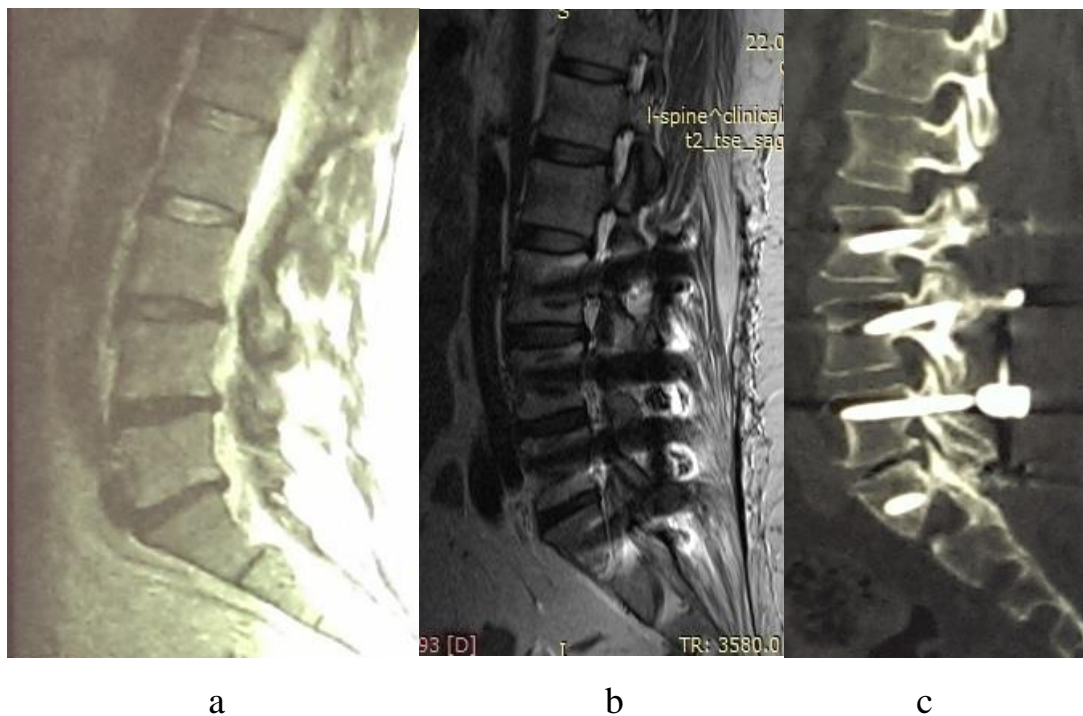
а - МРТ пациентки Е. при поступлении; б - МРТ пациентки Е в послеоперационном периоде с. КТ через 2 года после операции.
